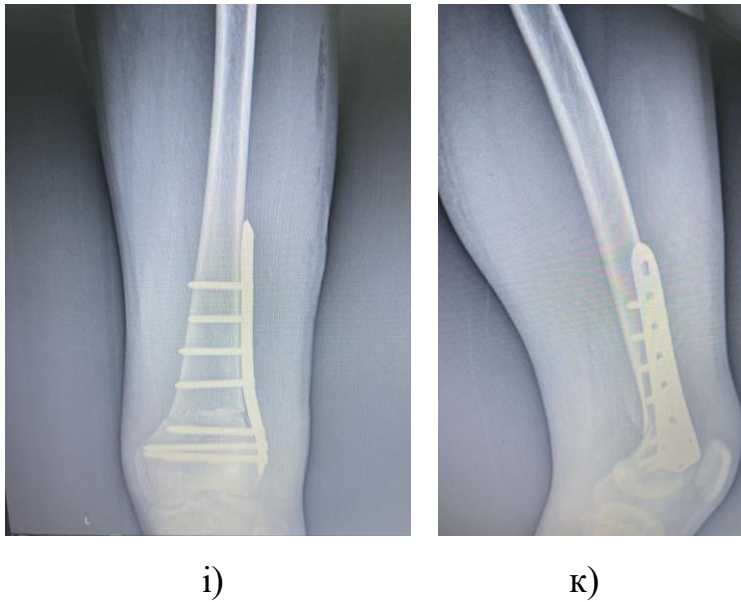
Хворий із вкороченням ураженої нижньої кінцівки 1 см із АВМ та рекурвацією в колінному суглобі здорової нижньої кінцівки: а-б) панорамна рентгенографія нижніх кінцівок та рентгенограма колінних суглобів в передній проекції; в) зовнішній вигляд пацієнта спереду; г) вигляд збоку – рекурвація в лівому колінному суглобі; рентгенограми колінних суглобів г) в передній проекції е) в боковій проекції лівого колінного суглоба – рекурвація; ж-з) інтраопераційні фотографії – корекційна остеотомія з усуненням рекурвації та пластика алотрансплантатом кісткового дефекту; і-к) рентгенограми колінних суглобів в передній проекції та лівого колінного суглобу в боковій проекції після оперативного втручання.
